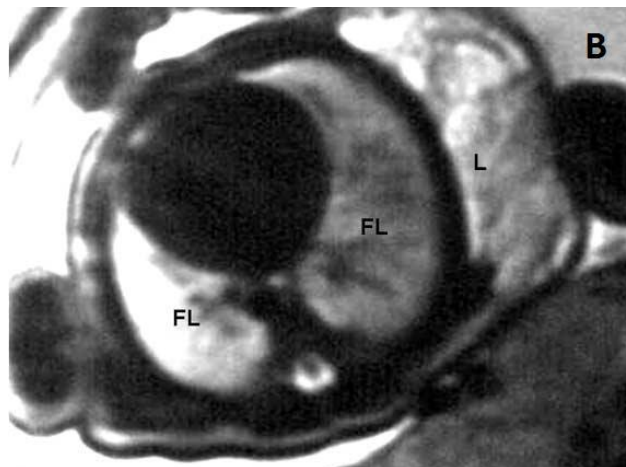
IRM (coupe transversale) montrant le lymphangiome sur le côté droit du tronc du fœtus, sans invasion thoracique.
